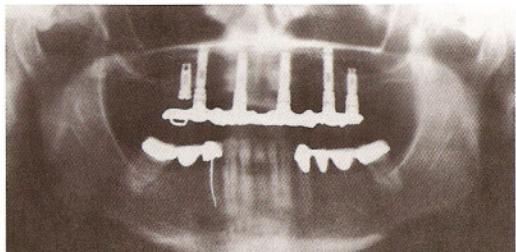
На рентгенограмме виден полный несъемный протез. Имплантат в области 15-го зуба не был раскрыт, и его можно будет использовать при несостоятельности соседнего имплантата.
